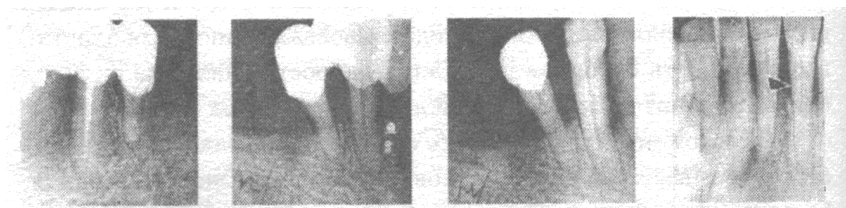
Дентальная (прицельная) рентгенограмма
